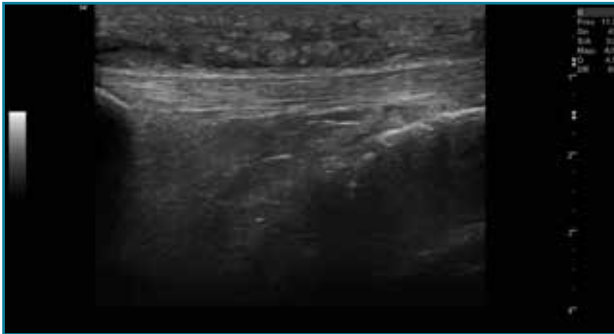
Corte sagital de una ecografía de rodilla del tendón rotuliano: engrosamiento del tendón con aumento difuso de ecogenicidad.
